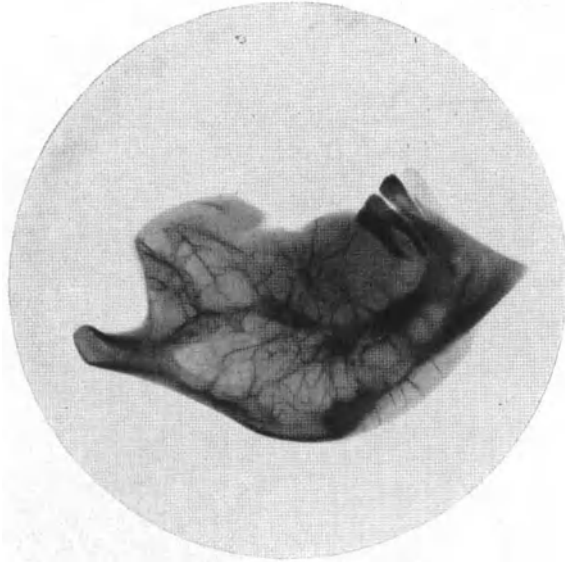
Röntgenaufnahme des Resektionspräparates von Abb. 22.
